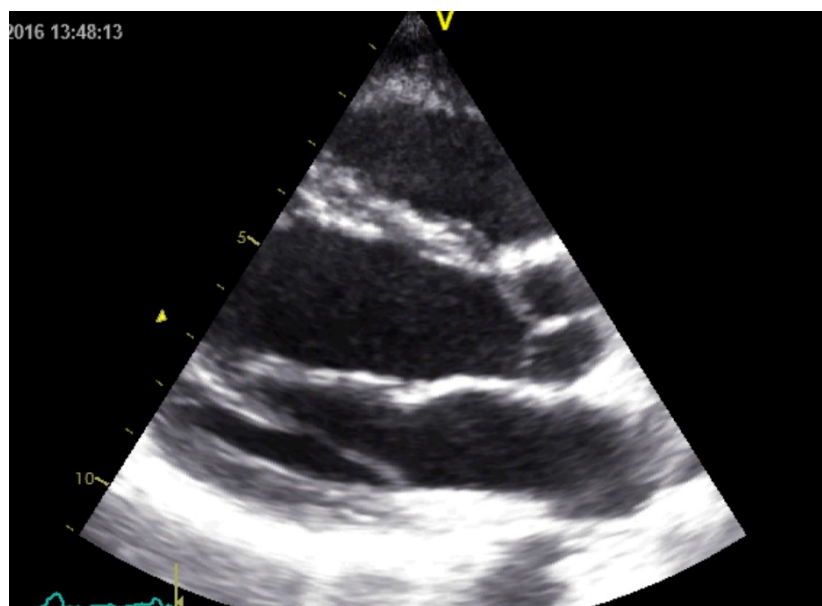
Parasternal lange Achse
